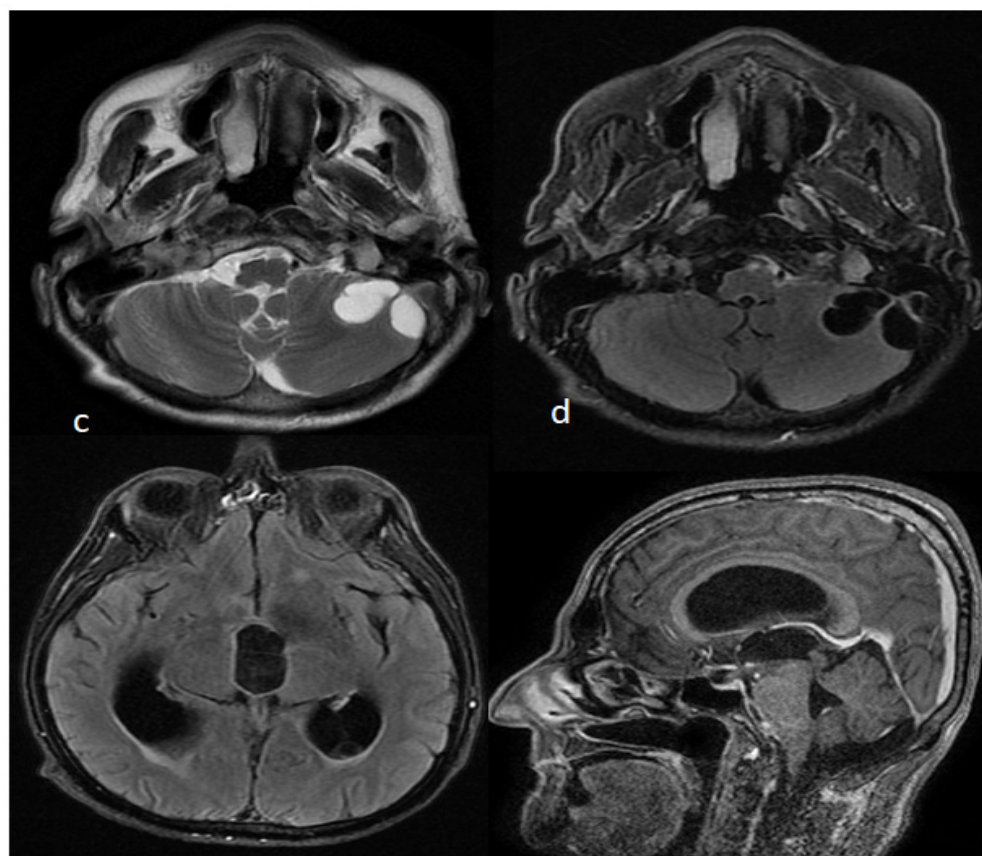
Neurocisticercosis racemosa. Cortes axiales en T2 (a) y FLAIR (b) evidenciándose los racimos en contacto con el hemisferio cerebeloso izquierdo; (c) FLAIR axial, dilatación de astas posteriores de los ventrículos laterales y el tercer ventrículo; (d) T1 contrastado sagital, nótese la dilatación del ventrículo lateral y el tercer ventrículo.
